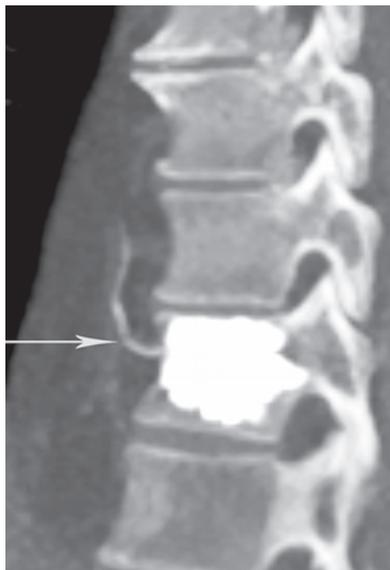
Компьютерная томография грудной клетки. Фрагмент МIP-реконструкции грудного отдела позвоночника, косая проекция. Состояние после чрескожной вертебропластики полиметилметакрилатом. Распространение костного композита из тела позвонка ThX1 в правую дорсальную ветвь межреберной вены (стрелка).
